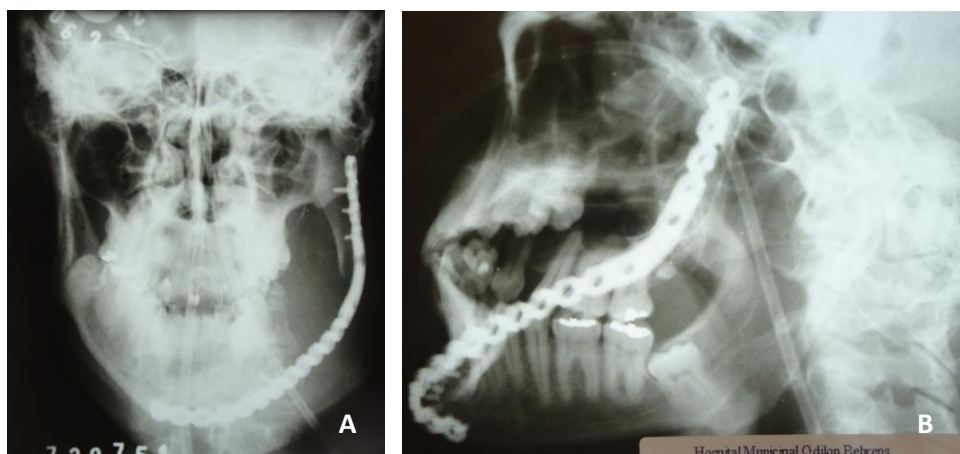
radiografias pós operatório imediato; A: radiografia pósterio-anterior de mandíbula; B: radiografia lateral oblíqua lado esquerdo.
